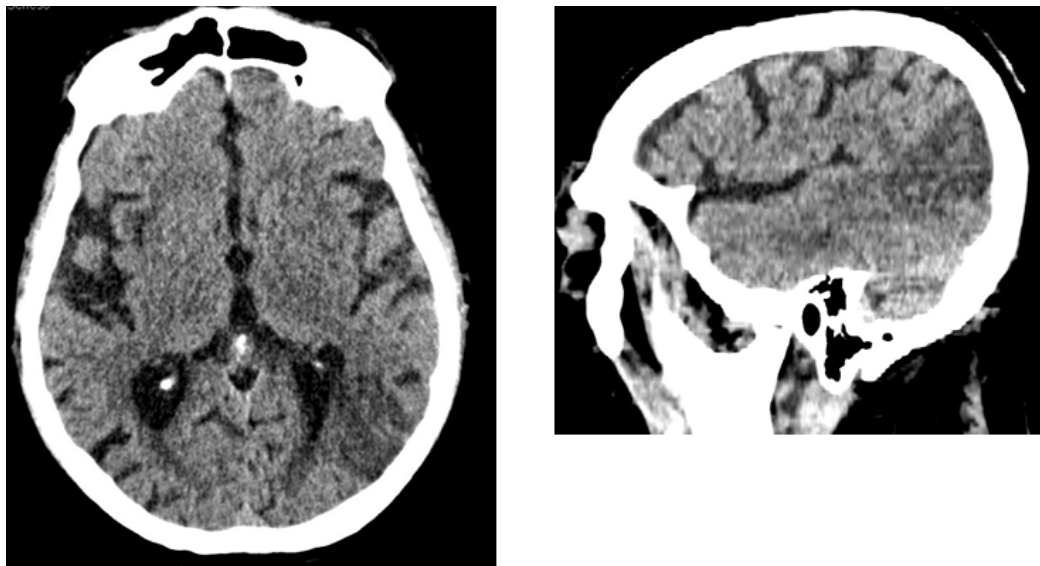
Б-ной Б.А.С-в, № истории болезни 3758/1. МСКТ головного мозга: в левой затылочной доле определяется гиподенсная зона плотностью до +28НУ размерами 4,2×2,5×4,2 см с нечеткими неровными контурами
